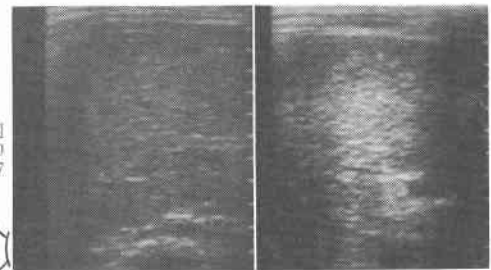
投与前後の超音波像, および1回目, 3回目投与後の超音波像～投与後の高エコーについて～
